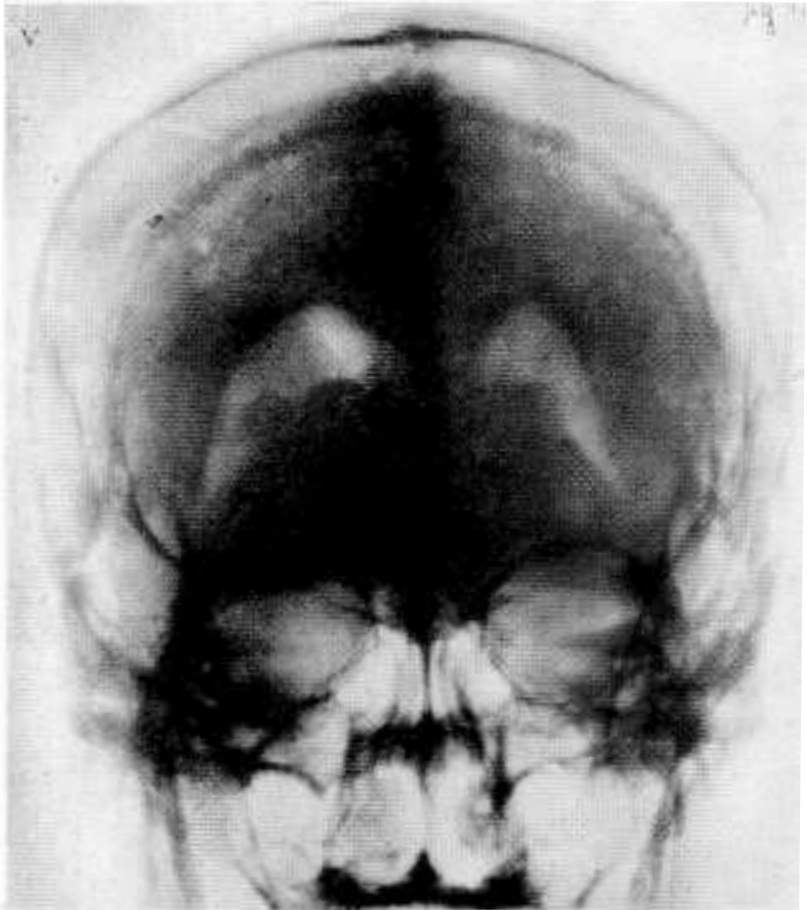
R. S. Obser. 3. Encefalografía lumbar. Radiografía película - frontal. Un ventrículo lateral, ligeramente más chico que el opuesto.
